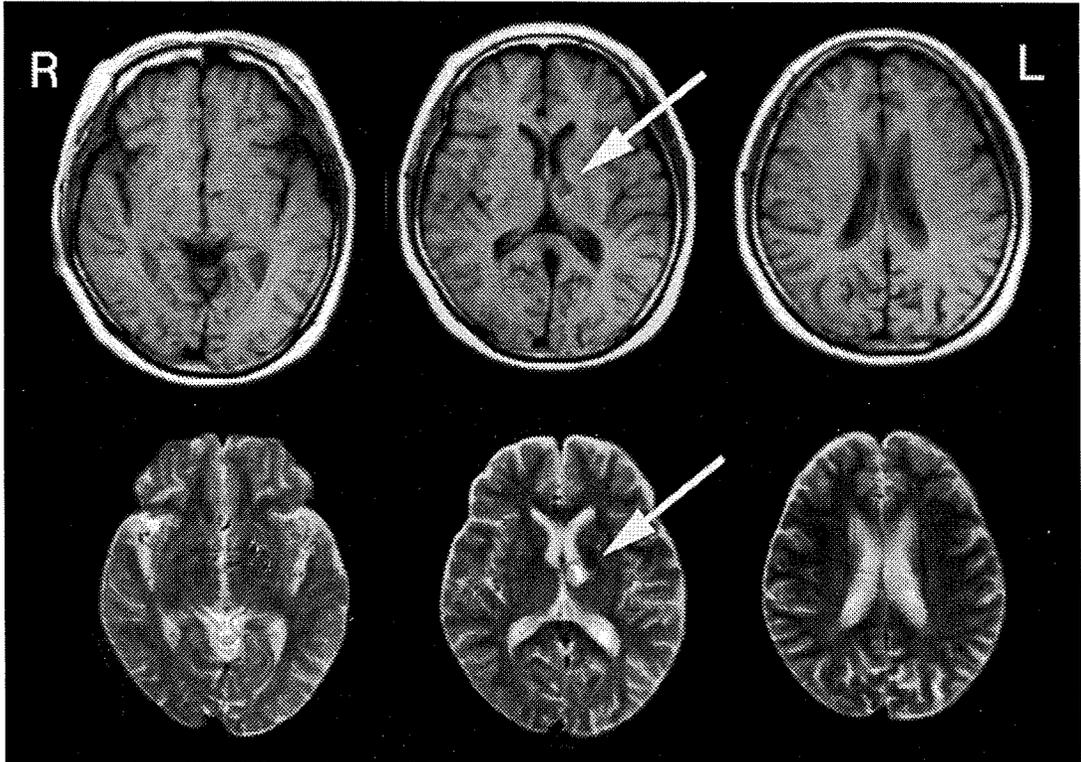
第39病日のMRI水平断 上段はT₁強調画像, 下段はT₂強調画像を示す。矢印は視床病変を示す
